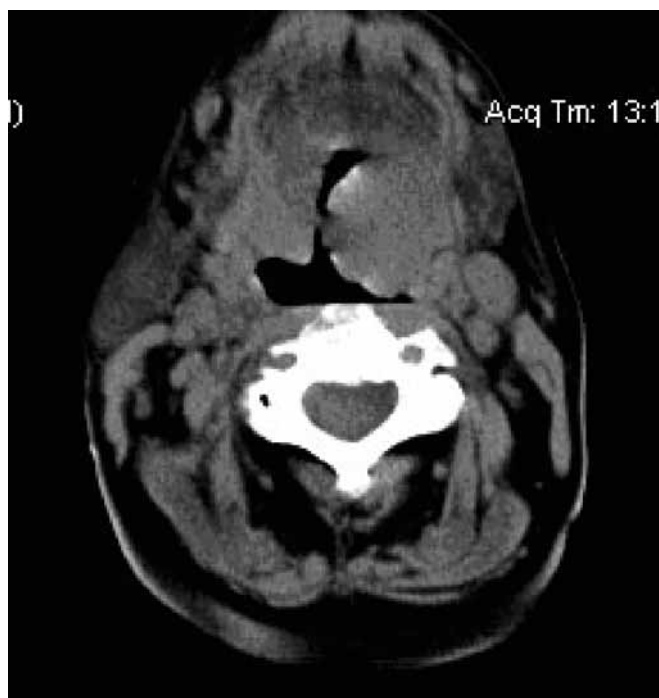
Комп'ютерна томограма ротоглотки хворої П. Новоутвір лівого піднебінного мигдалика з нечіткими горбистими контурами
